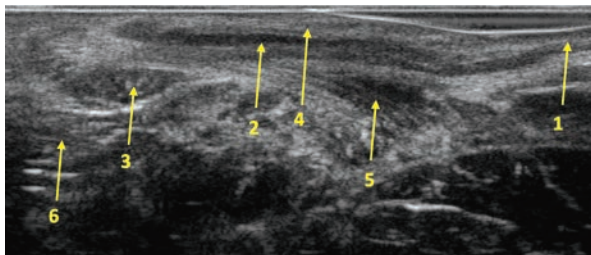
Эхограмма 2D ЭРУЗИ, продольное сечение. Строение анального канала. 1 — стенка нижеампулярного отдела прямой кишки, 2 — внутренний сфинктер, 3 — наружный сфинктер, 4 — эпителий и подэпителиальная выстилка, 5 — ножка/пучок *m. levator ani*, 6 — подкожная клетчатка
